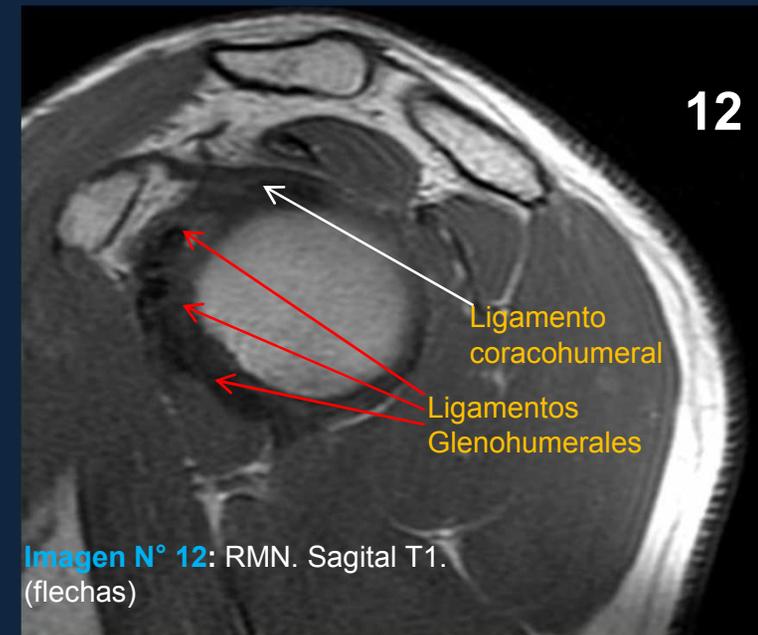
RMN. Sagital T1. (flechas)
